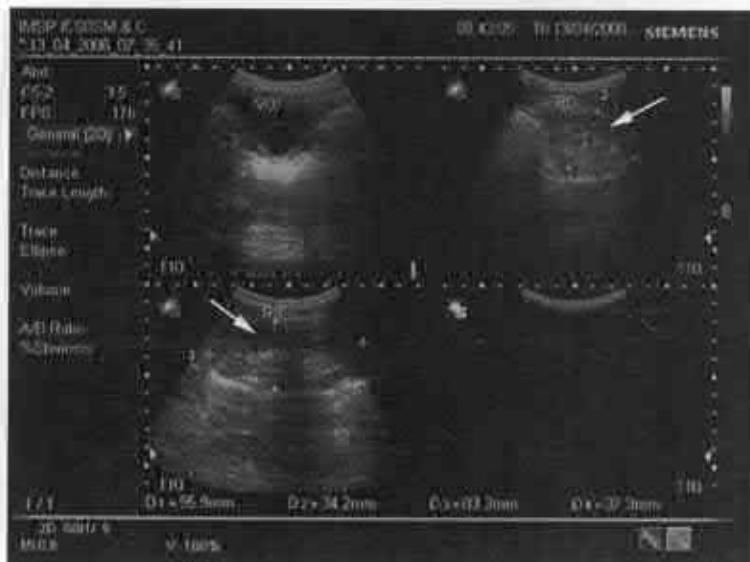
Caz clinic. Ecografia căilor urinare. După administrarea sondei Foley uretrovezical.
